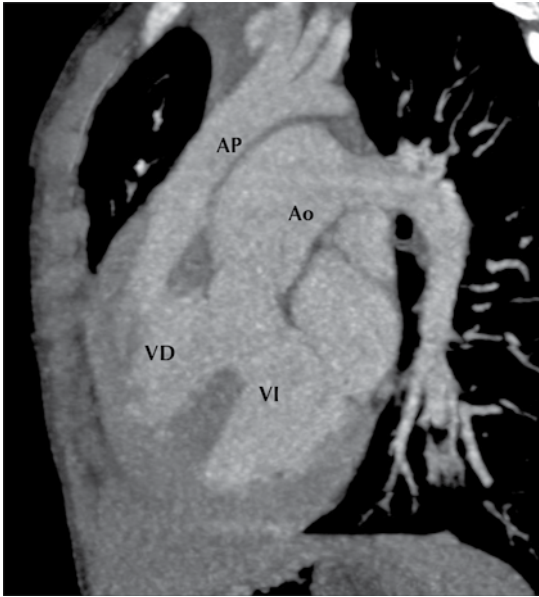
A) Tomografía cardiaca, corte sagital: conexión del ventrículo derecho (ventrículo anterior) con la arteria pulmonar. B) Tomografía cardiaca, corte de tres cámaras: se observa cómo se conecta el ventrículo izquierdo (ventrículo posterior) con la aorta. C) Corte axial: la arteria pulmonar emerge del ventrículo derecho y se bifurca en ramas pulmonares derecha e izquierda. D) De la aorta emergen inmediatamente las arterias coronarias.
